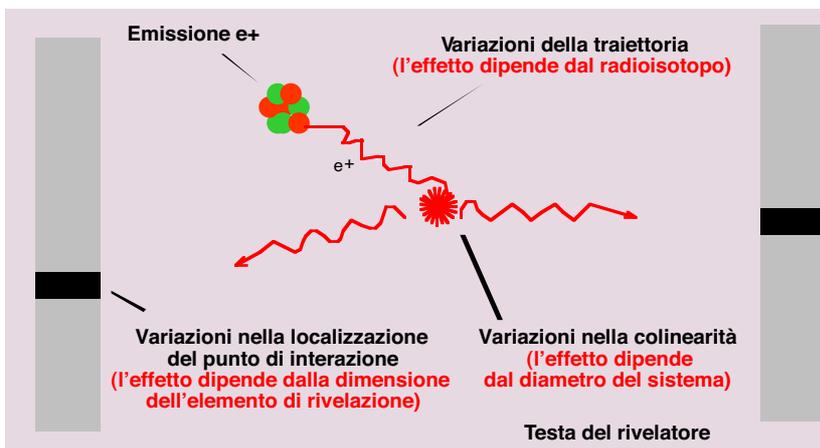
La Positron Emission Tomography (PET) e sue limitazioni
